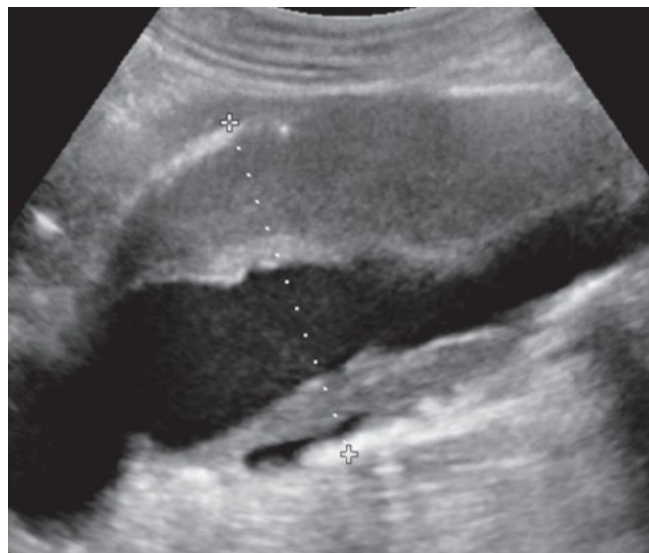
Vue échographique d'un anévrisme de l'aorte abdominale en coupe sagittale : mesure du diamètre antéro-postérieur (26).
